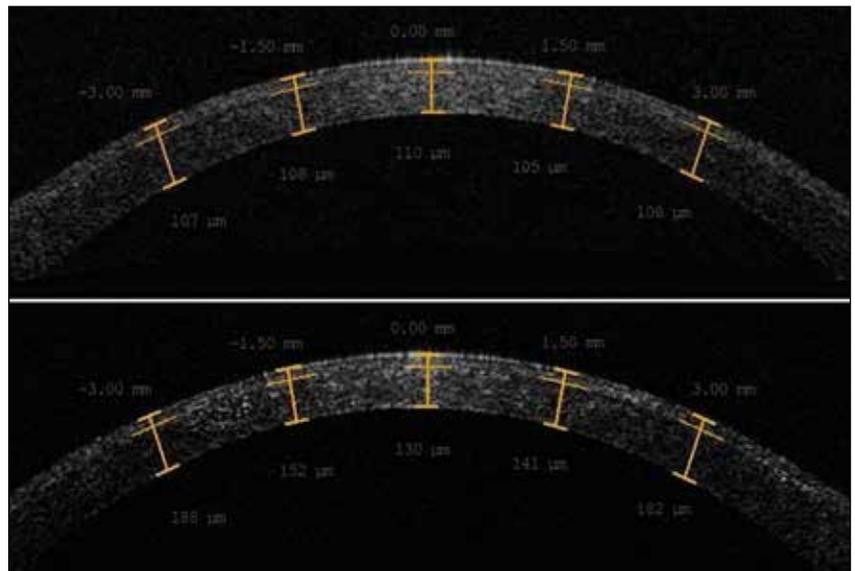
Оптическая когерентная томограмма роговицы пациента: а) после Smile; б) после LASIK
